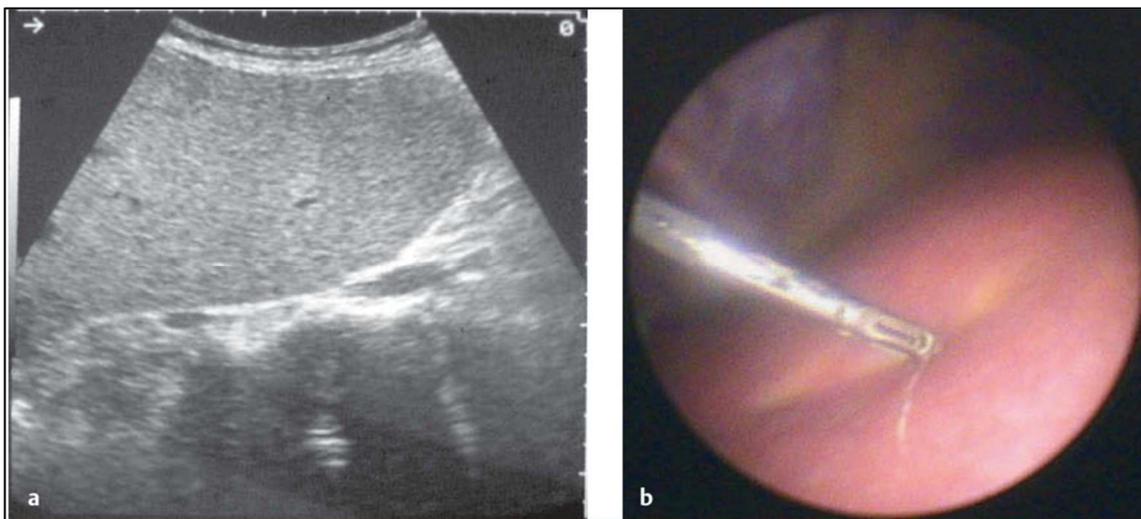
Sonographischer und laparoskopischer Befund bei alkoholischer Fettleber. a: Sonographie – In der Leberultraschalluntersuchung zeigt sich eine deutlich erhöhte Echogenität des Leberparenchyms infolge einer Leberverfettung. b: Minilaparoskopie – Aufnahme im Rahmen einer Minilaparoskopie, bei der typischerweise aufgrund der Leberverfettung durch Druck mit dem OP-Instrument auf die Leber ein gelber Farbton sichtbar wird. Entnommen und modifiziert nach (22).
